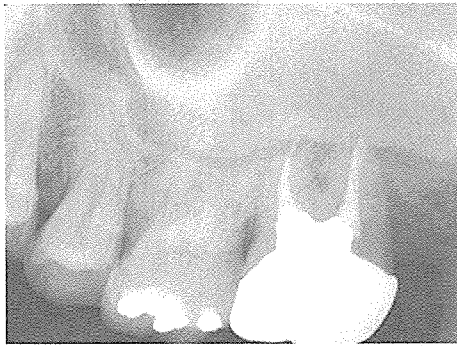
An example of uncertain healing. At 9-month follow-up, the mesial root of the transplanted tooth showed the apical resorption in the periapical view.
